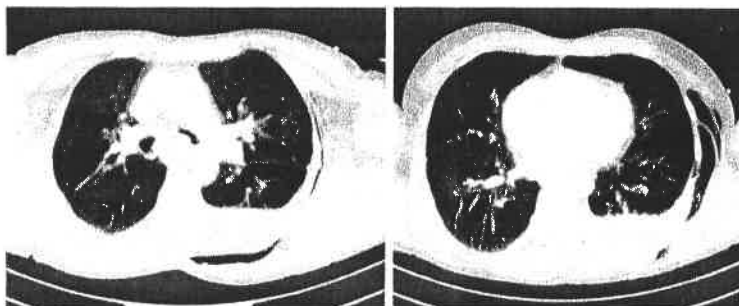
9 Examen CT torace - Artefacte de mișcare
